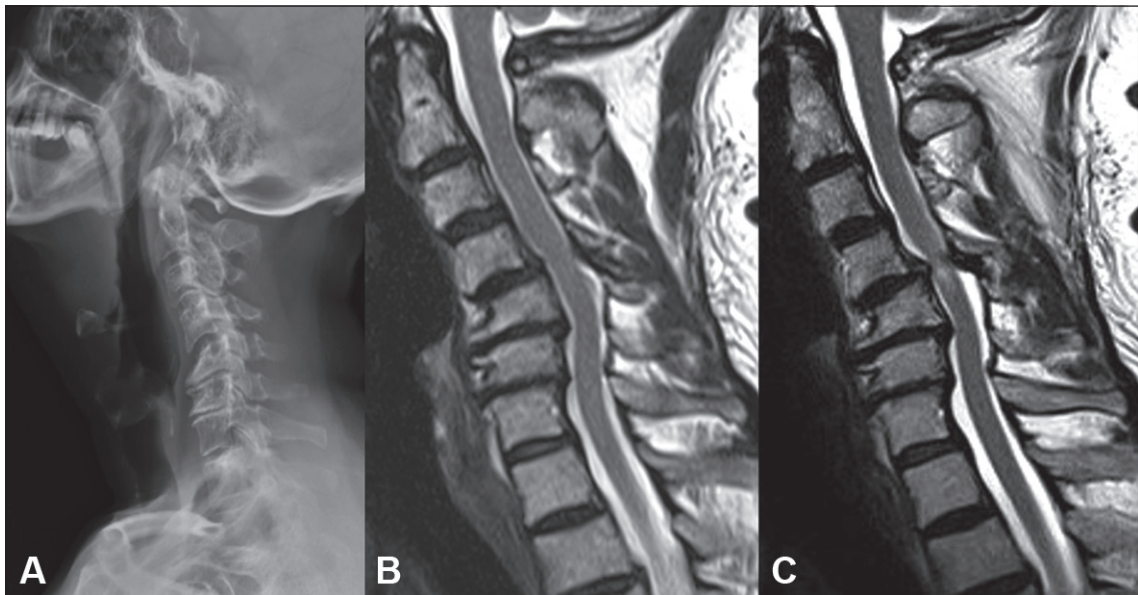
Caso clínico: Hombre de 60 años, diabetes mellitus tipo 2 e hipertensión arterial. Consulta por cervicobraquialgia derecha de 6 meses de evolución con predominio de hipoestesia en pulgar e índice, sin alteraciones de marcha ni motricidad fina, paresia flexor codo derecho mínima, sin signos clínicos medulares. A. Radiografía lateral: Inversión degenerativa de la lordosis cervical, por discopatías multisegmentarias, con vértice en C4-C5 y anterolistesis de C4. B. Resonancia magnética T2 sagital (consulta inicial): Estenosis raquídea multisegmentaria, mayor a nivel C4-C5, con paso de líquido cefalorraquídeo, sin alteración de señal medular. Electromiografía: compromiso neurogénico crónico C5 derecho. Se diagnostica MCD leve (score mJOA 16). Se indica kinesioterapia, analgesia y seguimiento clínico. C. Resonancia magnética T2 sagital (2 meses post consulta inicial): muestra progresión de la raquiostenosis con hiperseñal del cordón medular en C4-C5. Clínicamente paciente con tetraparesia asimétrica con paresia M4 de toda extremidad superior derecha, se agregan disestesias en extremidades izquierdas (mano y pierna), marcha inestable con aumento base sustentación y torpeza manual. Se diagnostica MCD severa (score mJOA 11). Se indica cirugía.
